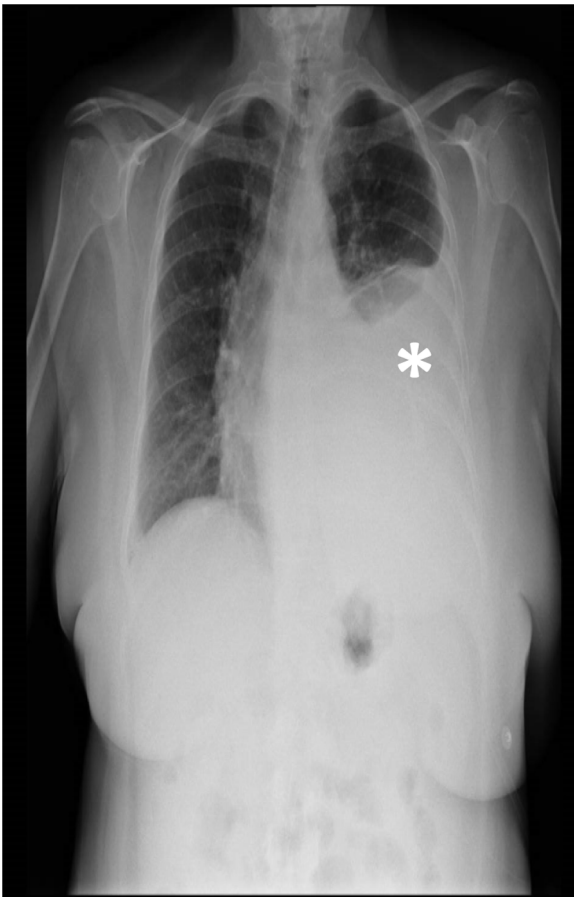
Radiografía simple de tórax. Opacificación que ocupa dos tercios del hemitórax izquierdo (*).
